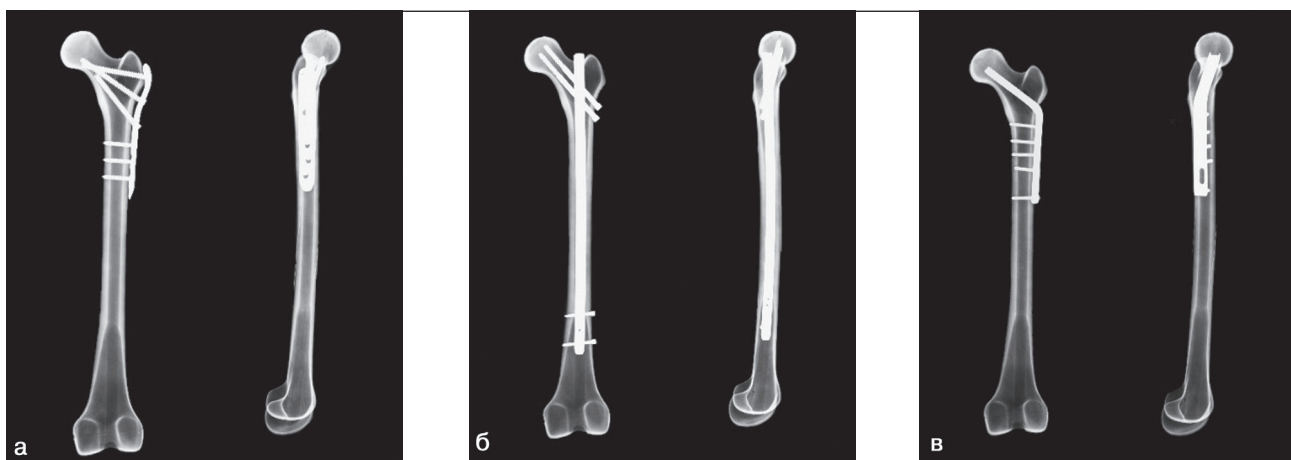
Рентгенограми стегнової кістки з різними типами фіксаторів в передньозадній та боковій проекції
